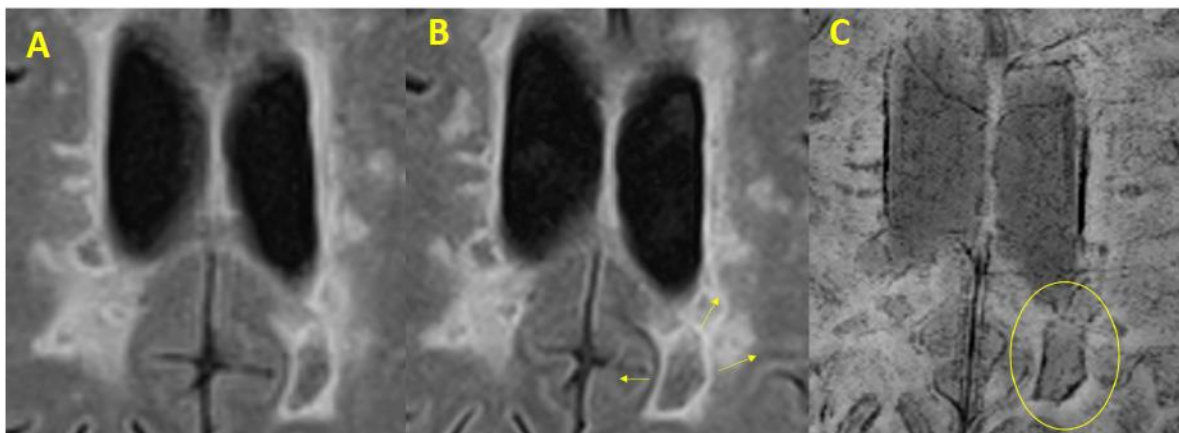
SEs y signo del anillo paramagnético: axiales FLAIR (A y B) y de SWI (C y D) al comienzo de la enfermedad (A) y a los dos años (B y D). Se observa aumento del tamaño de la lesión hipointensa (flechas en B) que se acompañan de halo hipointenso SWI (círculo en D) representa el depósito de hierro en la periferia de la lesión.
